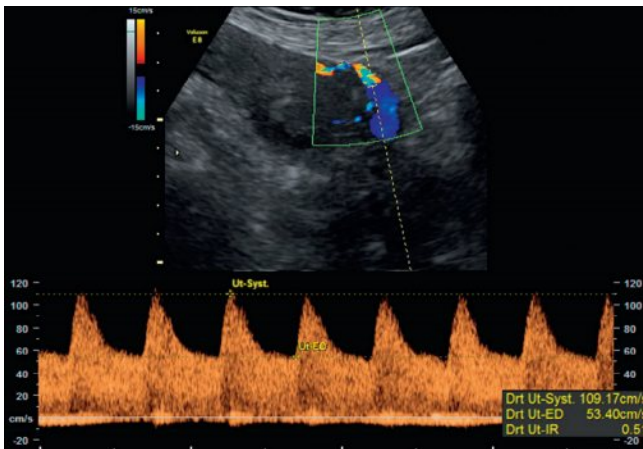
Doppler de l'artère utérine droite normal : index de résistance bas, absence d'incisure protodiastolique (*notch*).
